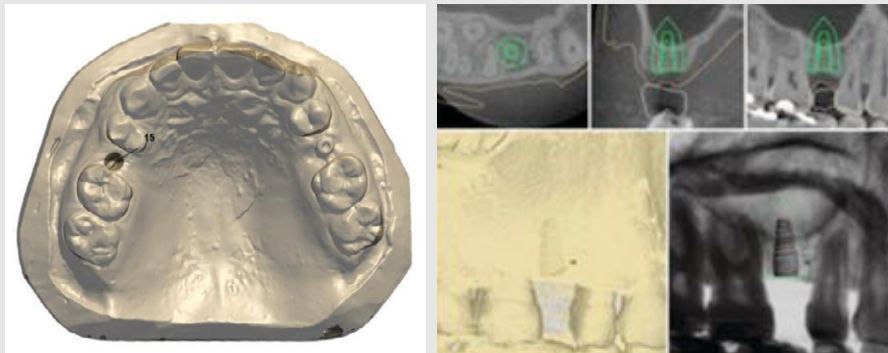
모형 스캔과 CT 데이터를 중첩시킨 후 소프트웨어 상에서 임플란트 식립을 계획
